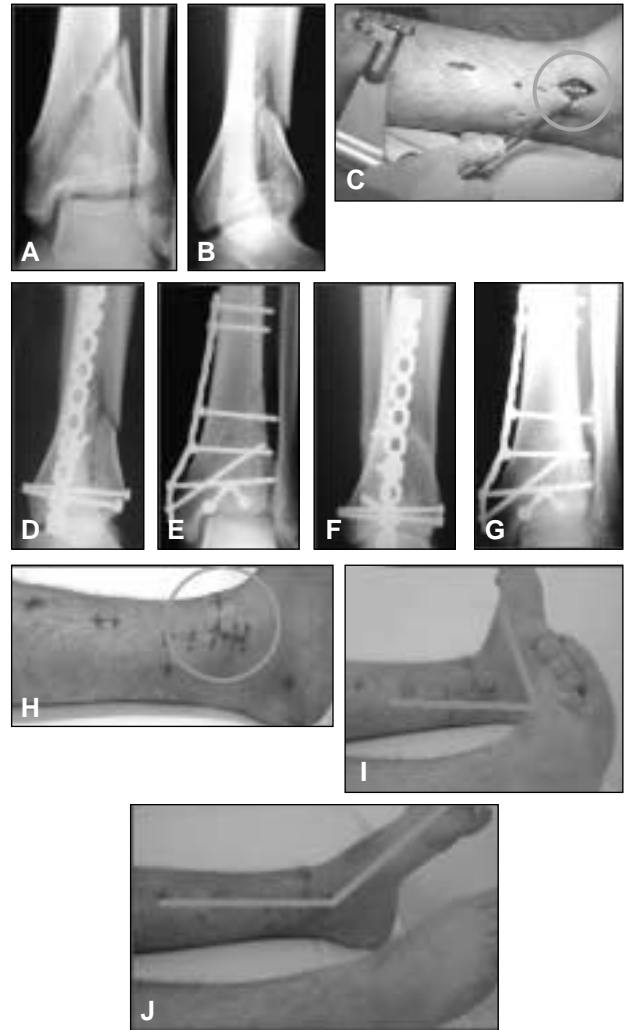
Paciente de 25 años. A y B. Radiografía que muestra una fractura AO 43B3 por caída de altura.
